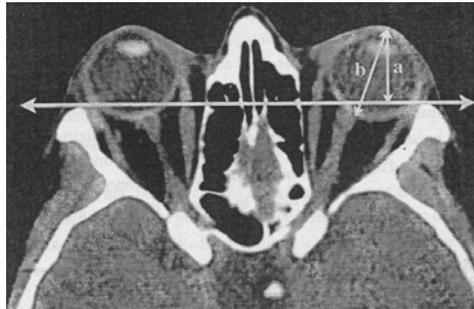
Coupe TDM dans le plan neuro-oculaire permettant de mesurer le degré d'exophtalmie. Sur cette coupe, on voit le cristallin (partie la plus clair du globe). On a en (a) la portion du globe en avant de la ligne bi-zygomatique, et en (b) la longueur axiale maximale du globe.
